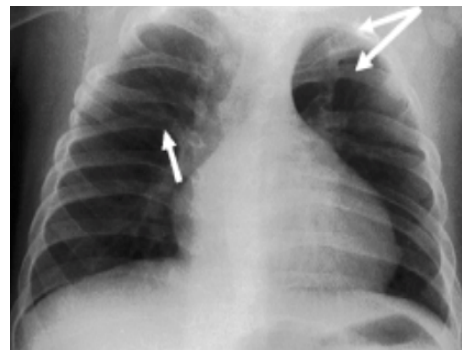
(142) Radiographie thoracique d'un enfant âgé de 7 ans montrant des côtes bifides.
